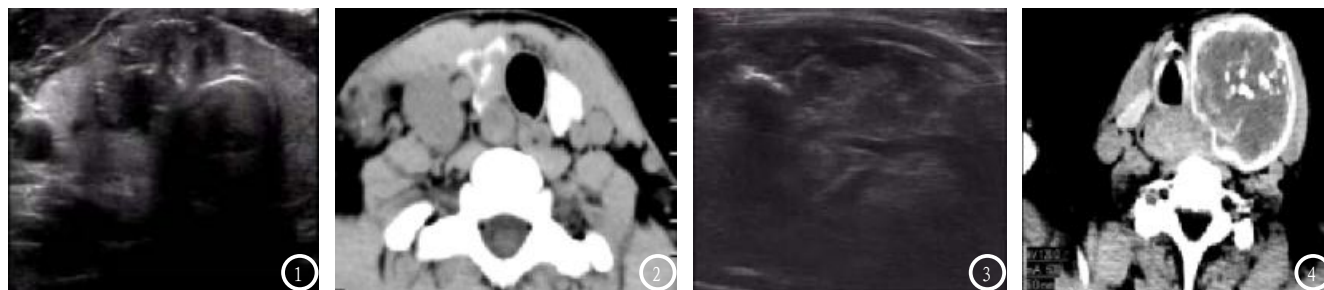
甲状腺乳头状癌超声图像。图2 甲状腺乳头状癌CT图像。图3 结节性甲状腺肿超声图像。图4 甲状腺癌CT图像。
